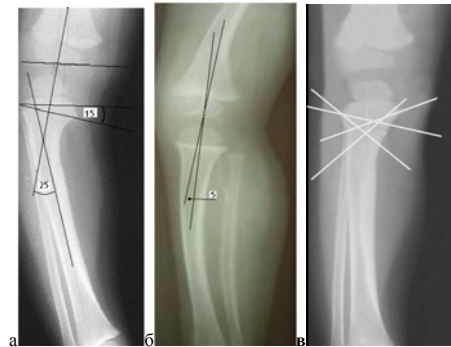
Рентгенограмма больной Л. До операции: а – в прямой проекции, б – в боковой проекции; в – после операции в прямой проекции
